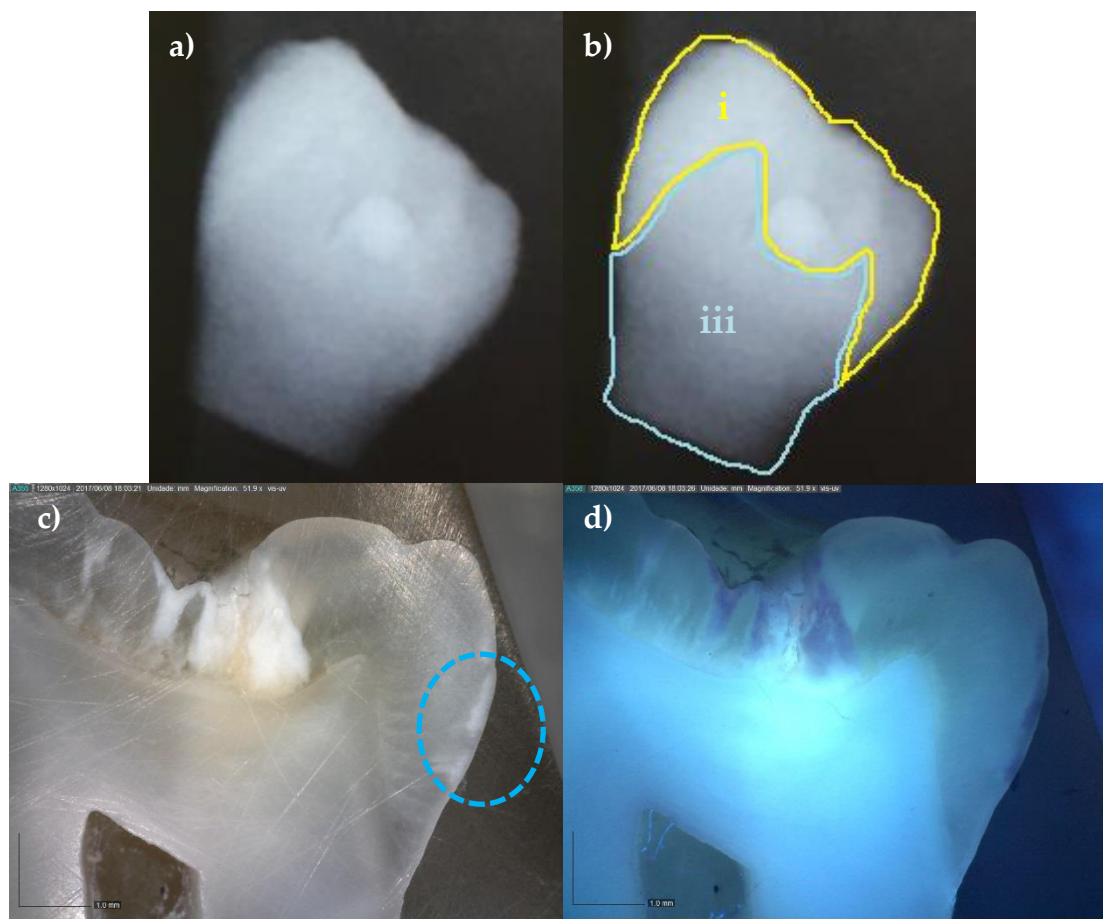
II.1 – Imagens adquiridas para o espécime A3 com lesão branca assinalada por círculo azul. a) Radiografia; b) radiografia analisada de forma a indicar as estruturas: i) esmalte; e iii) dentina. c) imagem adquirida por MD; d) imagem adquirida por microscópio digital por meio de luz branca e e) imagem adquirida por microscópio digital através de luz UV.
